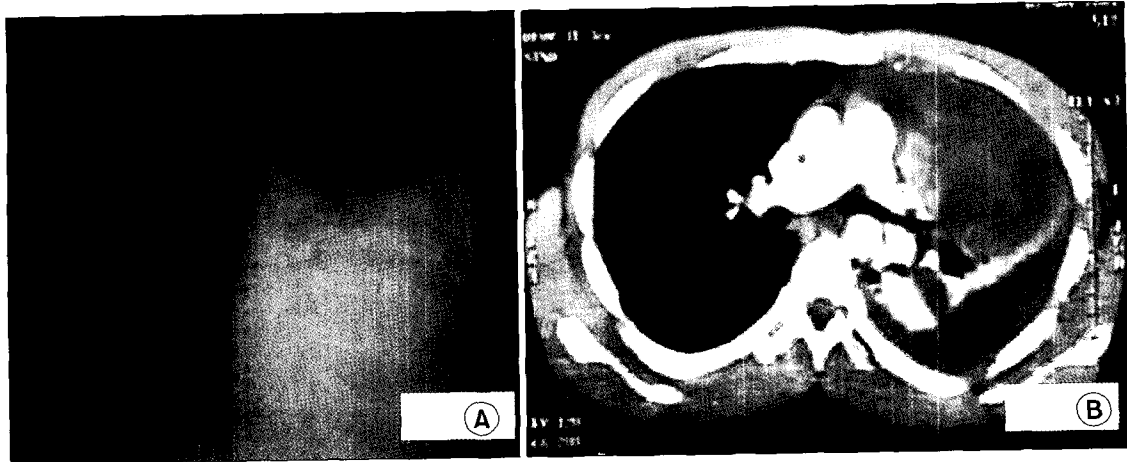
Pre-operative chest radiology of patient. Chest PA shows large amount of pleural effusion in the left hemithorax after closed thoracostomy (A). Chest CT scan shows a ruptured huge cystic mass with inhomogeneous opacity (B).
